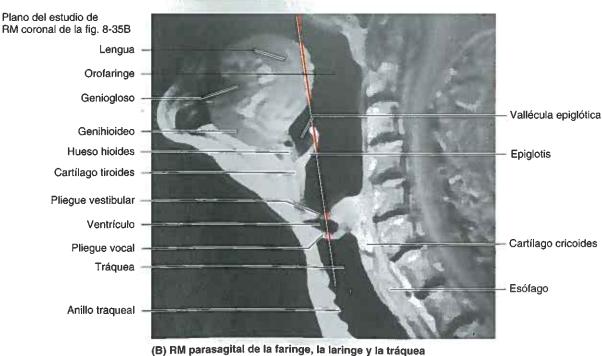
Secciones sagitales medias de la cabeza y el cuello. A. La faringe se extiende desde la base del cráneo hasta el nivel del cartílago cricoides (cuerpo de la vértebra C6 o disco intervertebral C6-7, como se muestra aquí), donde se continúa con el esófago. B. Esta sección sagital no muestra la continuidad del tracto respiratorio superior porque el paladar blando está elevado, cerrando la nasofaringe, y el plano de sección pasa a través de los pliegues vestibulares y vocales al lado de la hendidura glótica. (Parte B por cortesía del Dr. W. Kucharczyk, University of Toronto, Tri-Hospital Resonance Centre, Toronto, Ontario, Canada.)
